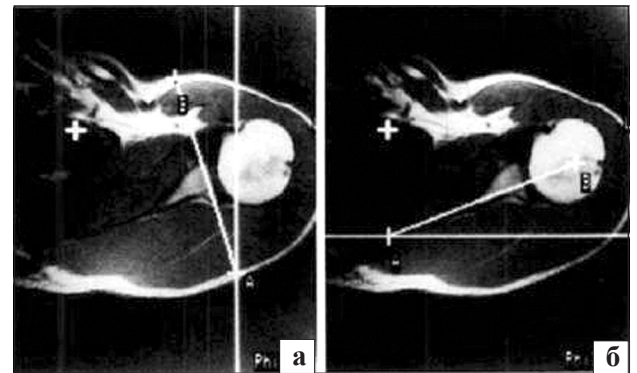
Комп'ютерна томограма плечового суглоба: а) лінія АВ паралельна до суглобової поверхні лопатки, розміщена під кутом 25–35° до сагітальної площини; б) поздовжня лінія АВ перпендикулярна до суглобової поверхні лопатки, розміщена під кутом 25–30° до фронтальної площини
